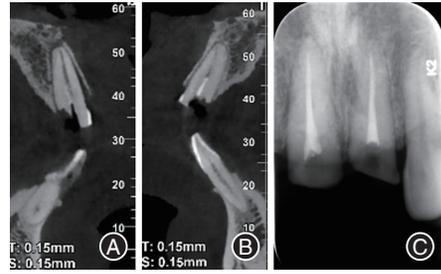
冠根折患者治疗前锥形束CT(CBCT)及根管治疗后根尖X线片 A:治疗前11矢状位;B:治疗前21矢状位;C:根管治疗后根尖X线片。
